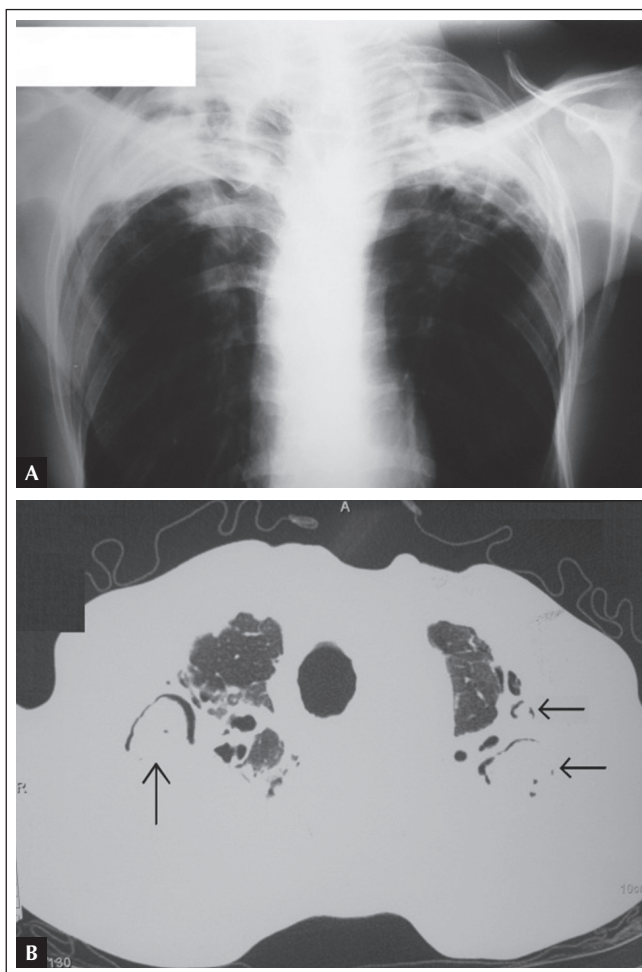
A) Radiografia pré-cirúrgica pósterio-anterior de tórax evidenciando lesões crônicas em ápices pulmonares; B) Tomografia pré-cirúrgica em corte axial evidenciando massa em ápice pulmonar direito e duas em ápice pulmonar esquerdo.
